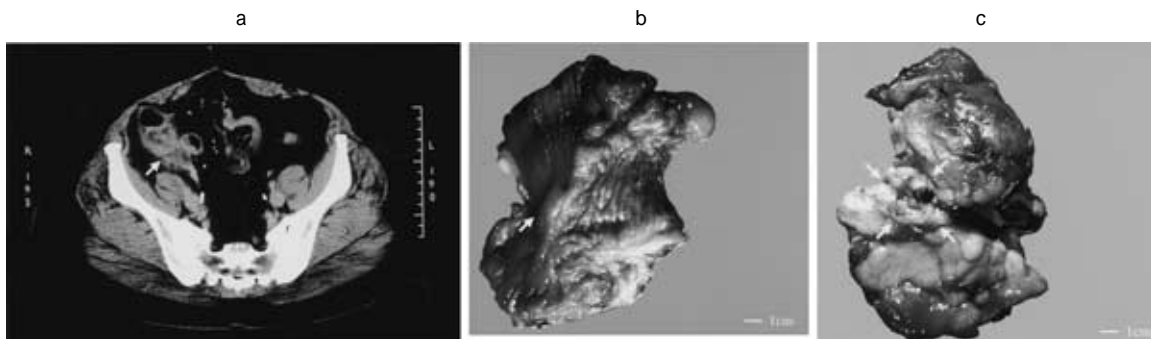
a : Computed tomography ( CT ) of case 2. Arrow was indicated a swelling appendiceal stump.
